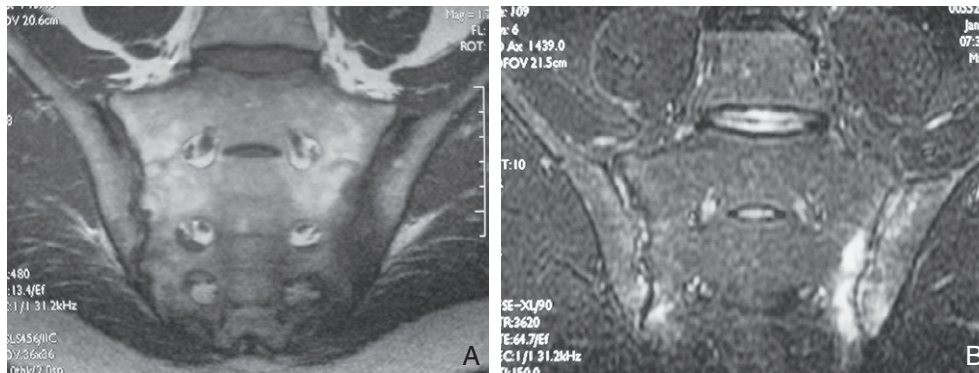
IRM sacro-iliaque.
